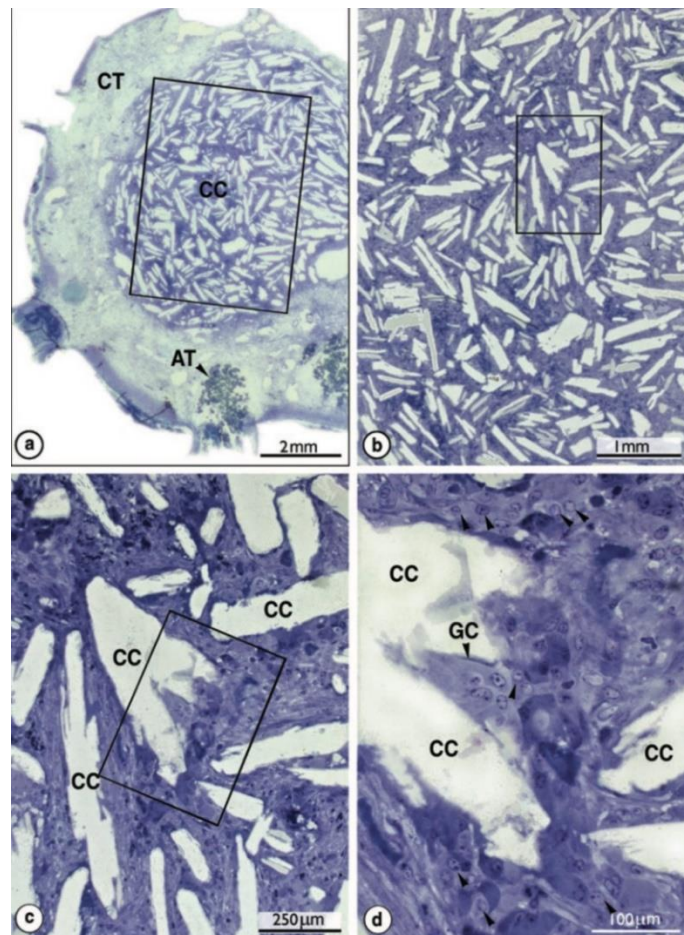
Microfotografía de los cristales de colesterol, las áreas marcadas con el rectángulo en la imagen a, b y c, se amplifican en la b, c y d. Los cristales de colesterol (CC) están rodeados de células gigantes (GC) y numerosas células mononucleares (flechas) AT= tejido adiposo, CT= tejido conectivo. Aumentos originales "a" x 20, "b" x 21, "c" x 82, "d" x 220.⁴
